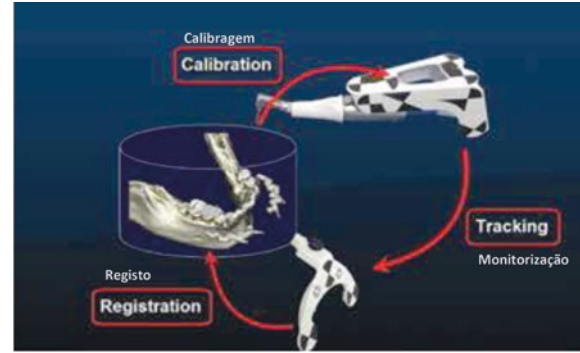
Os três passos de mapeamento de coordenação que, quando encaixados, mapeiam a ponta da broca com o volume de imagem por CBCT.
